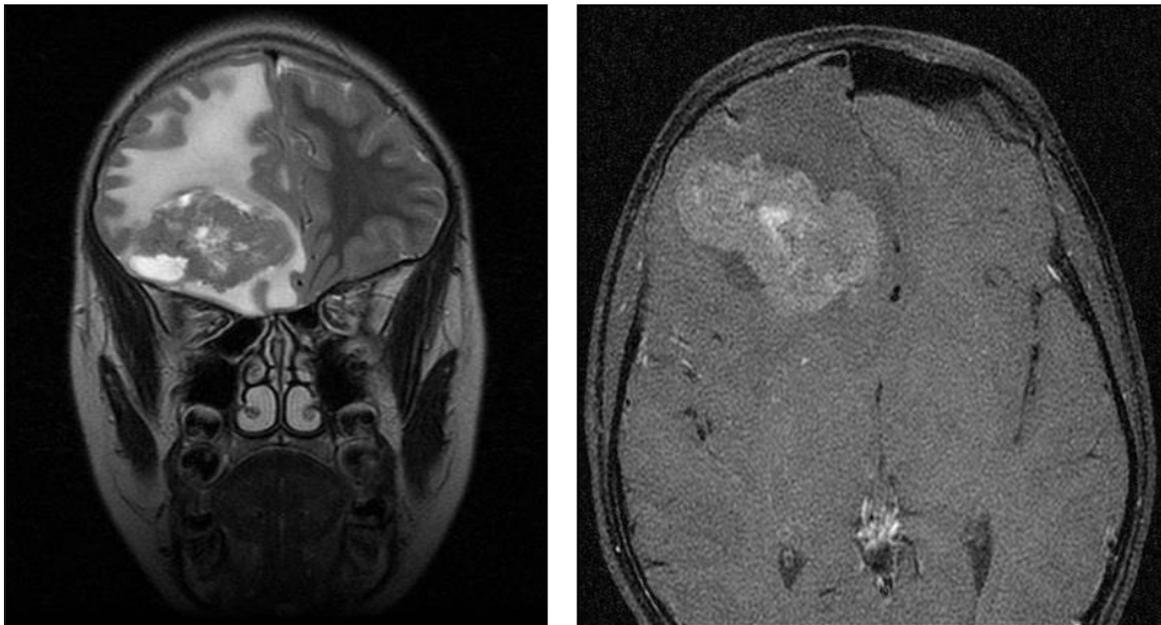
Corte coronal T1 (izda) y axial T1 con contraste (dcha.) de RM de TNED.
